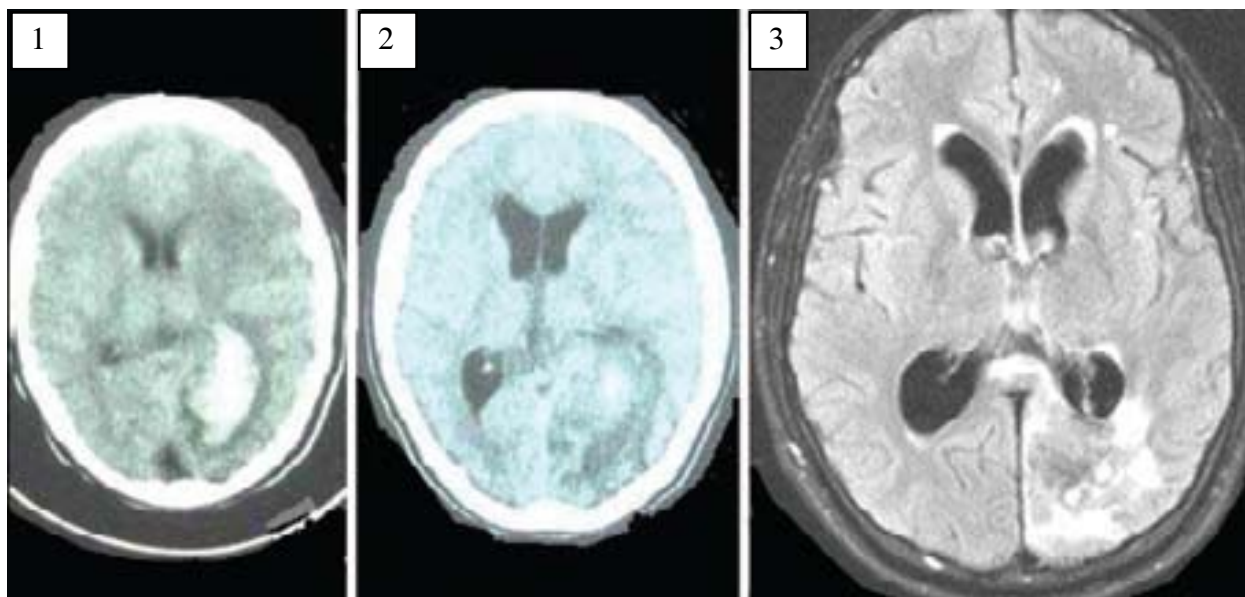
TAC cerebral (día-10.13/10/2008): Hemorragia intraparenquimal occipito-parietal izquierda. Áreas isquémicas posteriores.
